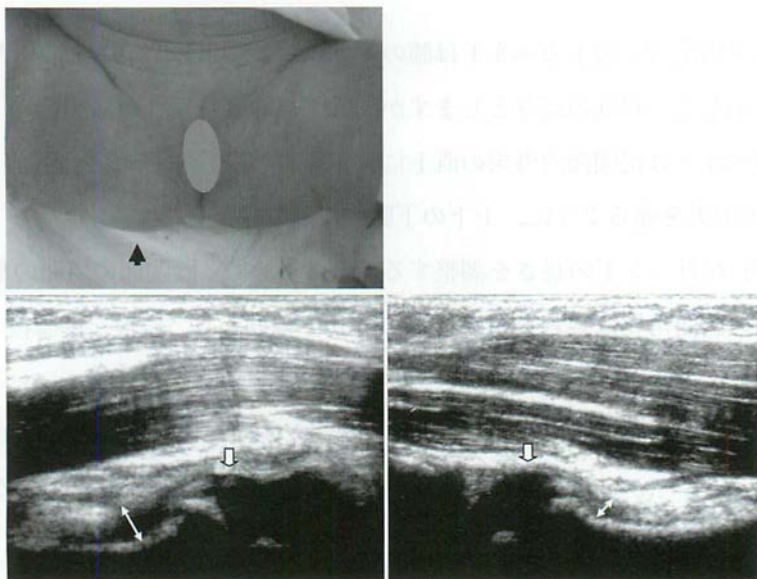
整復後の股関節の腫脹と超音波断層法(前方法)による
